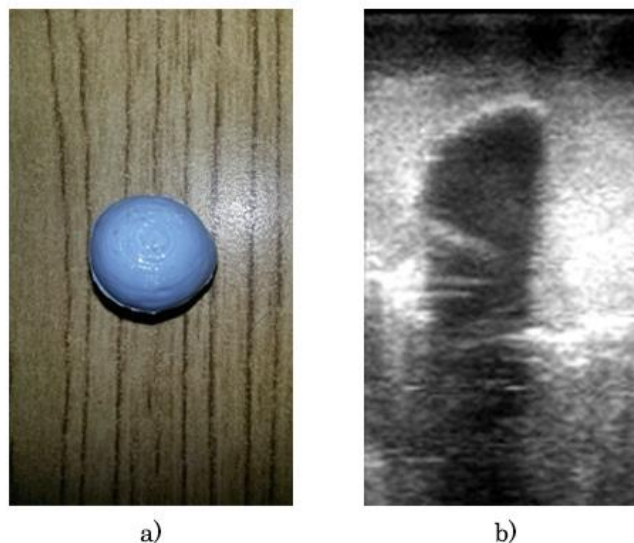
Maniquí de tumor de silicón; a) maniquí de silicón, b) imagen de ultrasonido de un maniquí de silicón dentro de un maniquí de PVA.
